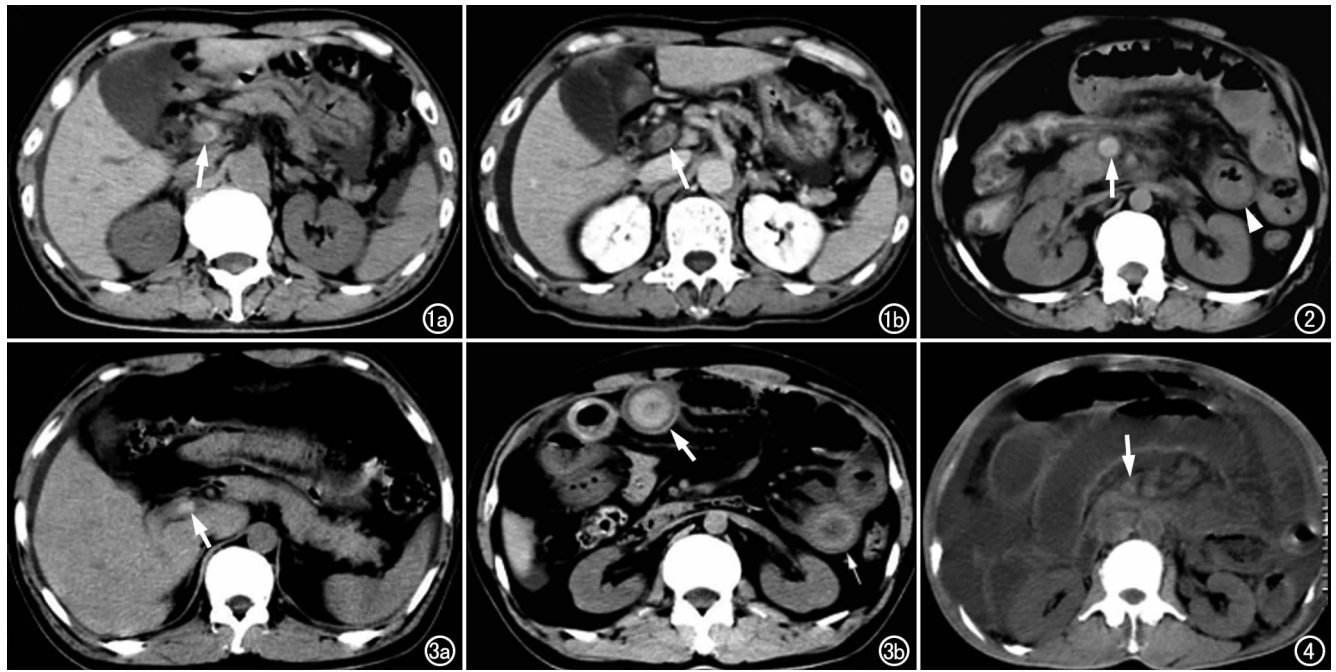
男,70 岁,腹痛,反复腹泻 15 天。a) CT 平扫示门静脉内不均匀高密度影,管壁外缘毛糙(箭),另见腹水征; b) CT 增强扫描示门静脉充盈缺损(箭)。图 2 女,49 岁,肠系膜静脉多发血栓,小肠肠壁全层广泛出血、坏死。CT 平扫示肠系膜上静脉高密度影(箭),小肠壁增厚、水肿(箭头),肠系膜脂肪层毛糙,密度增高。图 3 男,37 岁,深静脉血栓史 6 年,门静脉及肠系膜静脉血栓形成,小肠坏死。a) CT 平扫示门静脉右支高密度血栓(箭),腹水; b) 示小肠壁增厚、水肿(箭)。图 4 男,64 岁,门静脉、肠系膜上静脉血栓形成,广泛小肠坏死伴弥漫性腹膜炎。CT 平扫示肠系膜上静脉密度略增高(箭),其左侧肠系膜上动脉亦见密度增高,腹水,肠管扩张、积液,局部肠壁增厚、水肿。
